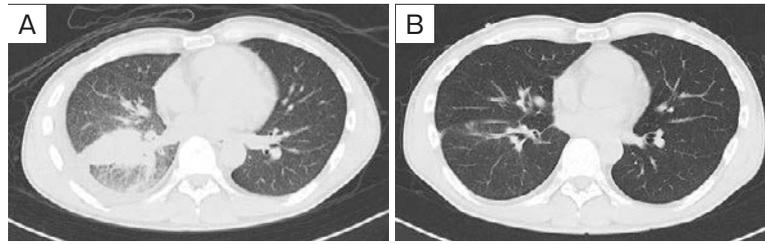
Chest computed tomography (CT) findings. (A) CT at the initial visit, showing consolidation in the right lower lobe and lymphangitis carcinomatosa, pleural effusion. (B) On the 91st day after initiation of osimertinib administration, the consolidation and pleural effusion had disappeared, and only ground glass opacification remained.
